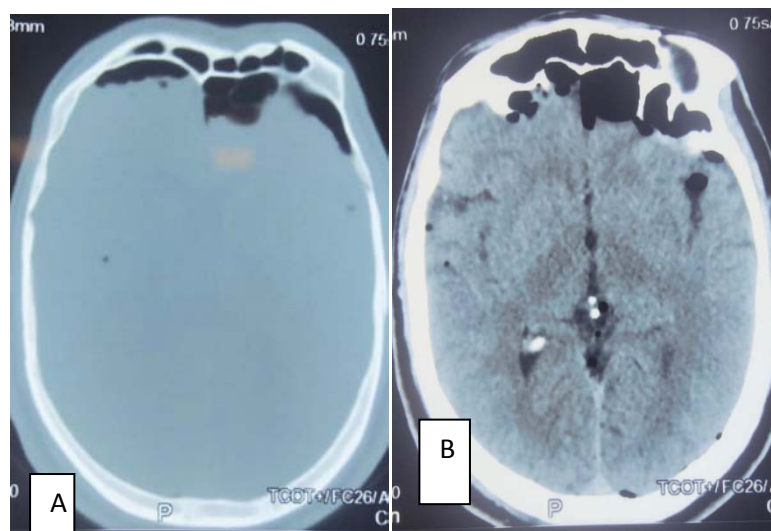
TDM en fenêtre osseuse (A), fenêtre parenchymateuse (B) coupe axiale objectivant une fracture embarrure de l'étage antérieure avec pneumocéphalie en rapport avec une brèche ostéo-méningée.
